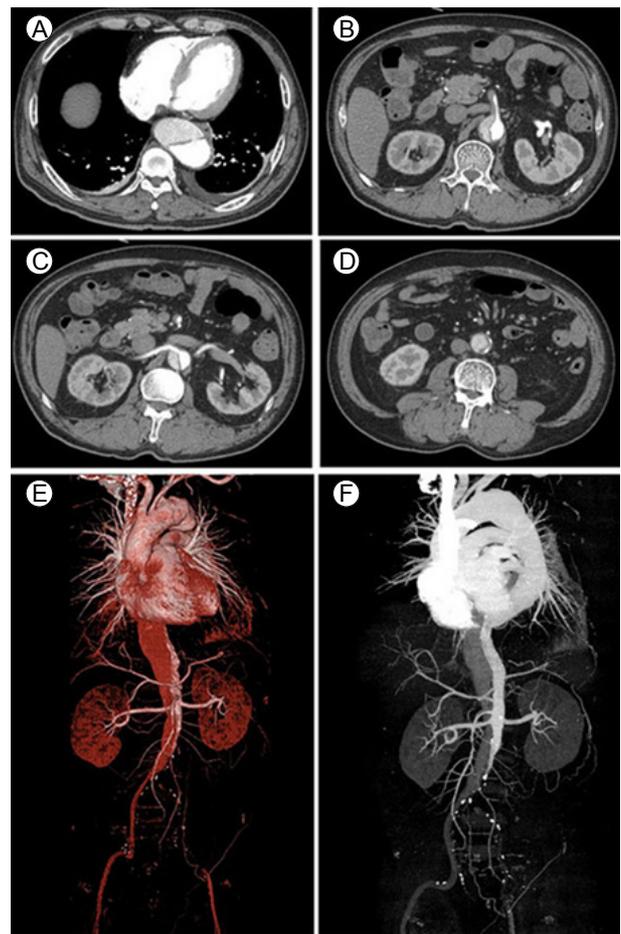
Baseline CT. (A) The intimal tear site was located in the mid-thoracic aorta. (B) The superior mesenteric artery arose from the true lumen and false lumen. (C) Both renal arteries arose from the true lumen. (D) The true lumen of the distal aorta was collapsed by the false lumen. (E and F) Reconstructed CT images. (E) The intimal tear site was seen in a coronal image of the mid-thoracic aorta. (F) The left common iliac artery was collapsed by the false lumen, and the right common iliac artery arose from the false lumen.
